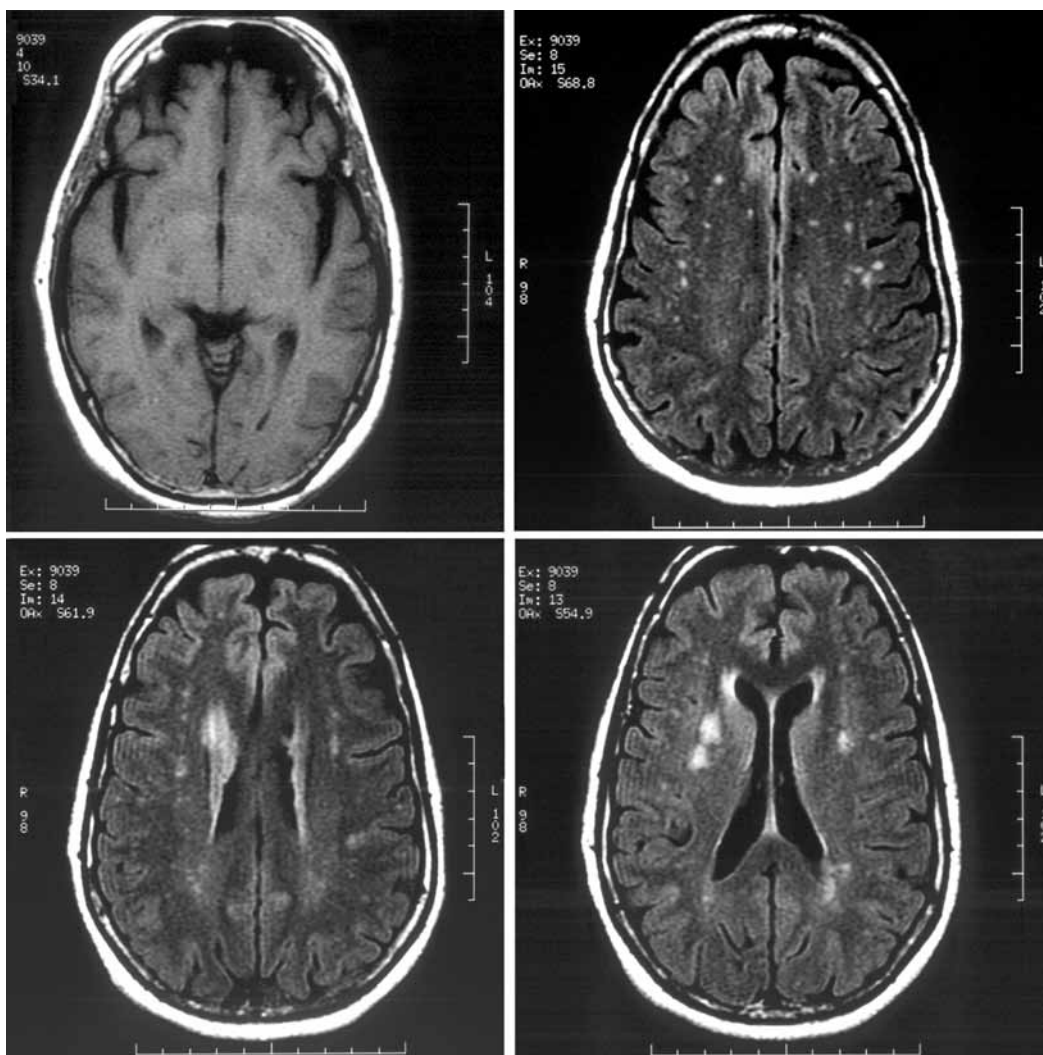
Ressonância magnética de crânio com aquisições de imagens em T1 e *flair* em cortes axiais mostrando hiperintensidades em substância branca cerebral concentradas principalmente na região frontotemporal direita e perda de volume frontotemporal bilateral.
